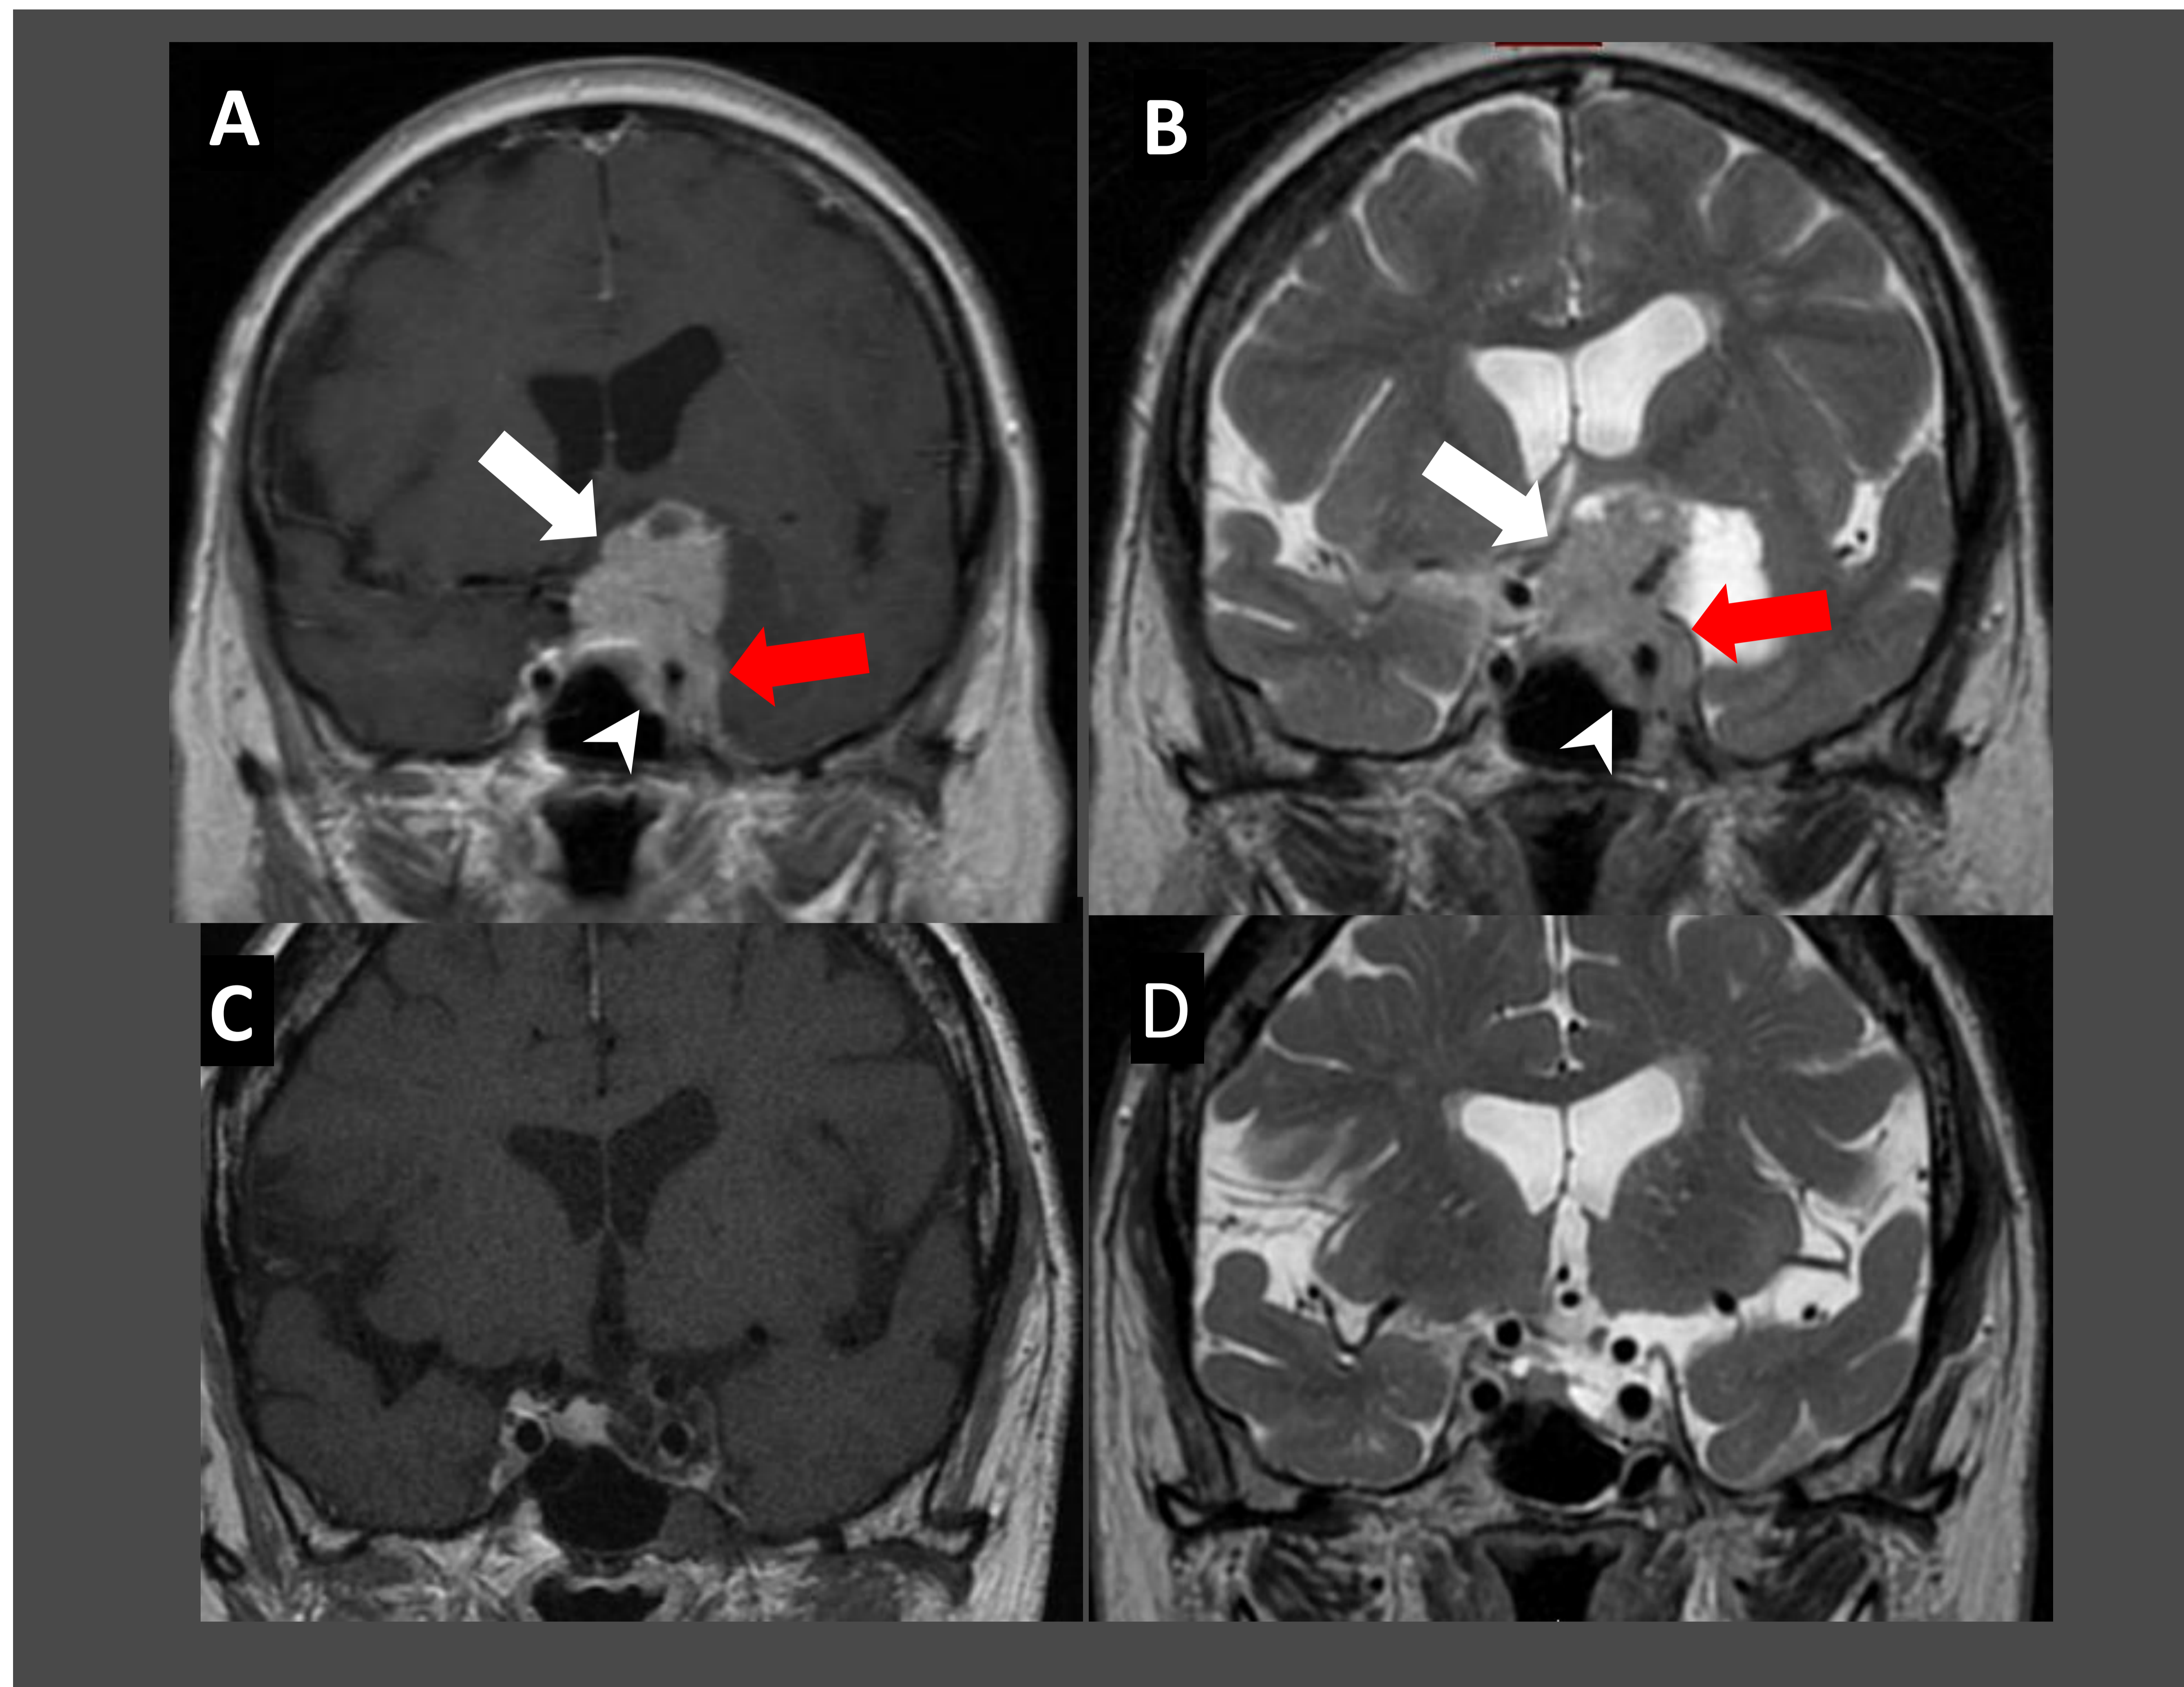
Macroadenoma productor de prolactina. En RM de hipófisis en el momento del diagnóstico (A, B) se observa una masa selar con extensión supraselar que producía compresión del quiasma-nervio óptico izquierdo (flechas blancas), con invasión grado 4 de Knops del seno lateral izquierdo (flechas rojas) y extensión focal al seno esfenoidal (grado 3 de Hardy, punta de flecha). La paciente mostraba valores altos de prolactina.
